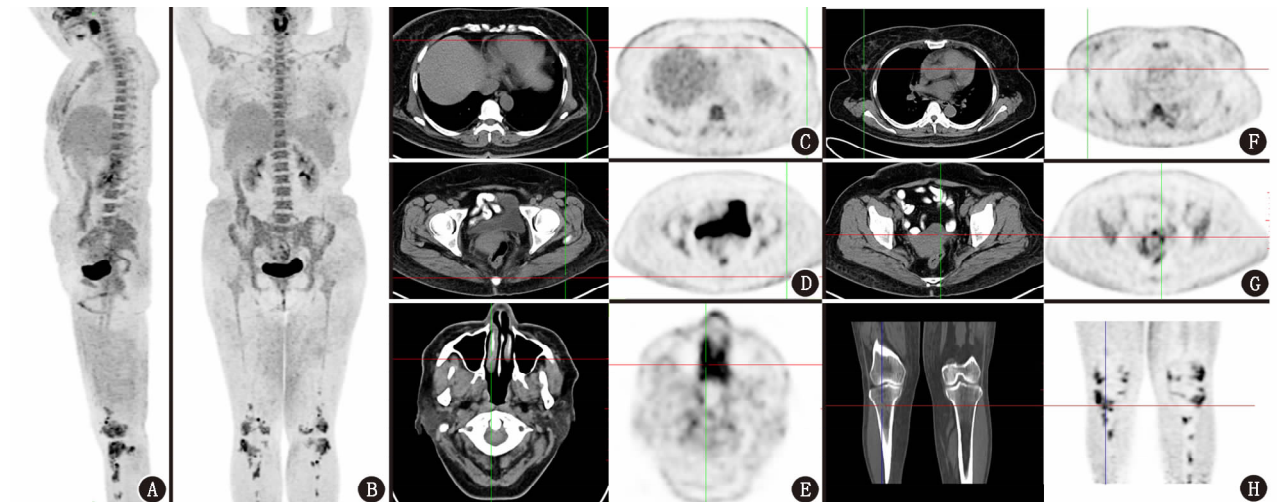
血管内大B细胞淋巴瘤患者(女,55岁)¹⁸F-脱氧葡萄糖(FDG)PET/CT显像图。A、B. PET最大密度投影图见全身骨髓代谢活性增高,体部多处皮肤代谢活性稍高,双乳、股皮肤为著;C~H. CT及PET断层图像示皮肤(C、D)、鼻腔(E)、右乳结节(F)、子宫(G)及下肢骨髓(H)病灶,代谢活性均增高(十字交叉示)
